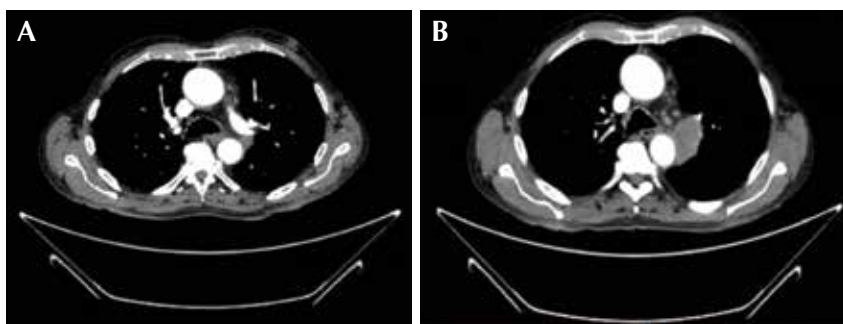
TC torácica de control a las 30 sesiones de radioterapia (a) que muestra importante disminución de lesión tumoral, comparado con la TC anterior al inicio del tratamiento (b). Resta un pequeño componente sólido mediastínico paraórtico.
